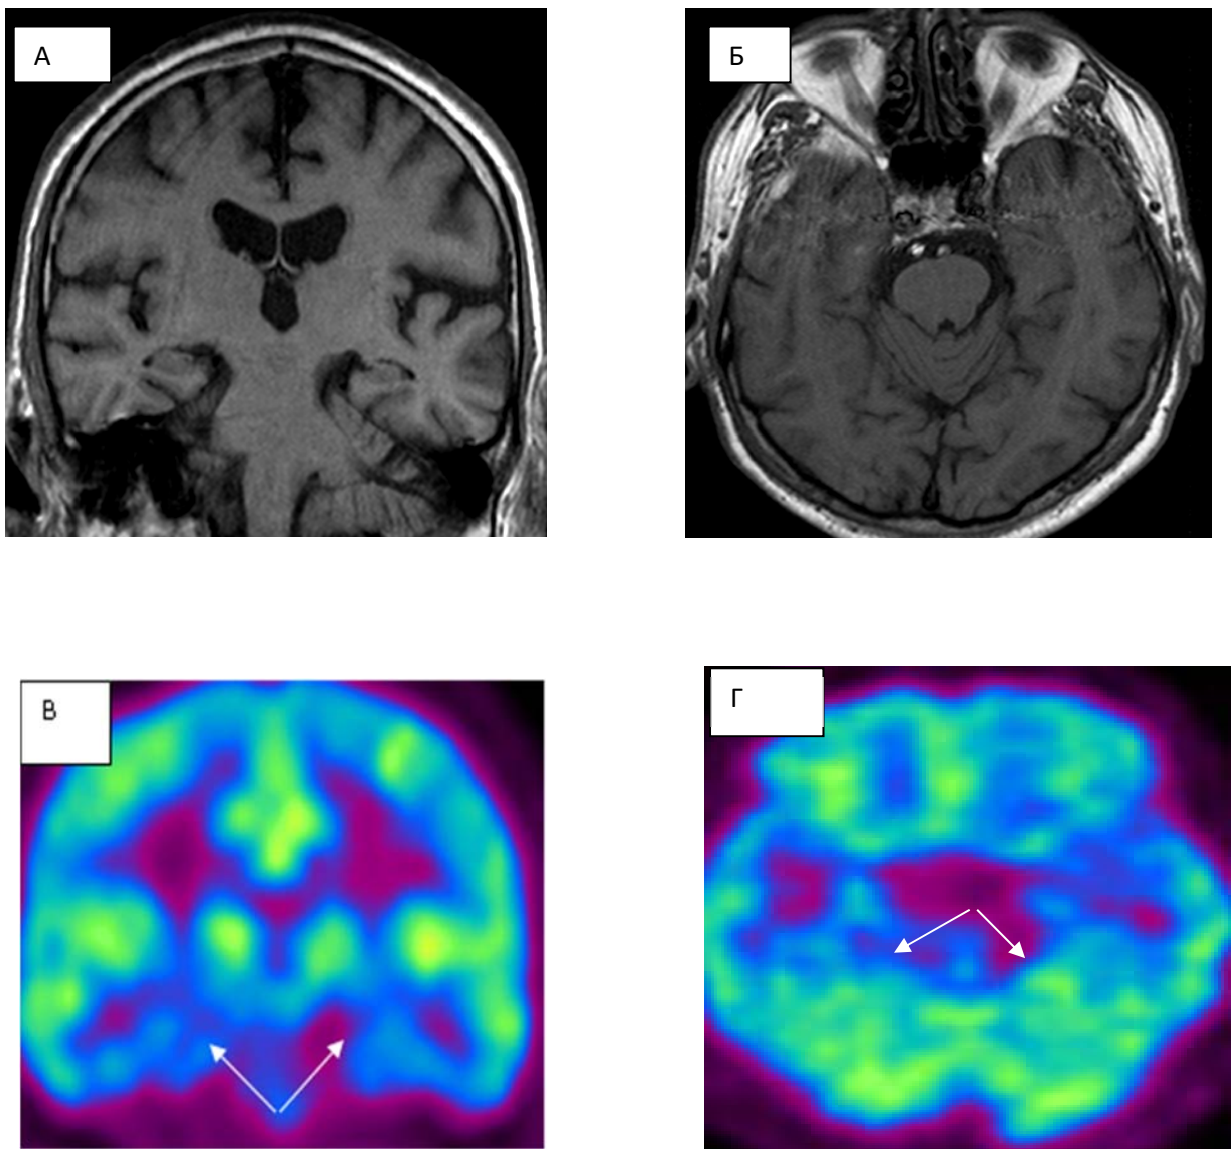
Данные пациента с мягкой деменцией при болезни Альцгеймера (CDR 1.0) По данным МРТ (А - корональный срез, Т1- ВИ, Б - аксиальный срез, Т1- ВИ) структурные изменения в веществе головного мозга отсутствуют. При ПЭТ с 18F-ФДГ (В - корональный и Г - аксиальный срезы), Отмечается гипометаболизм глюкозы в области медиобазальных отделов височных долей.
